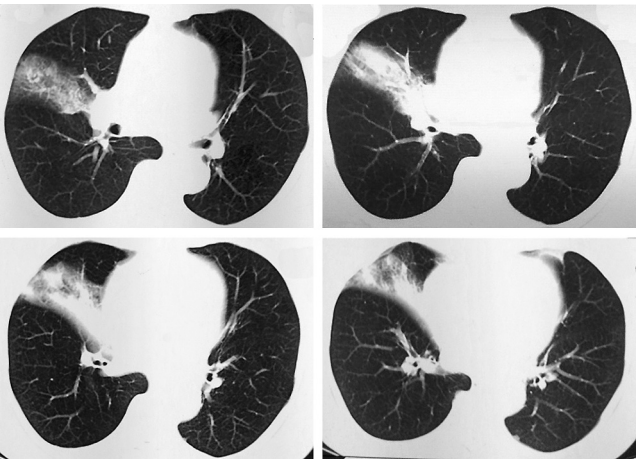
МСКТ ОГК пациентки Н. от 25.11.14
